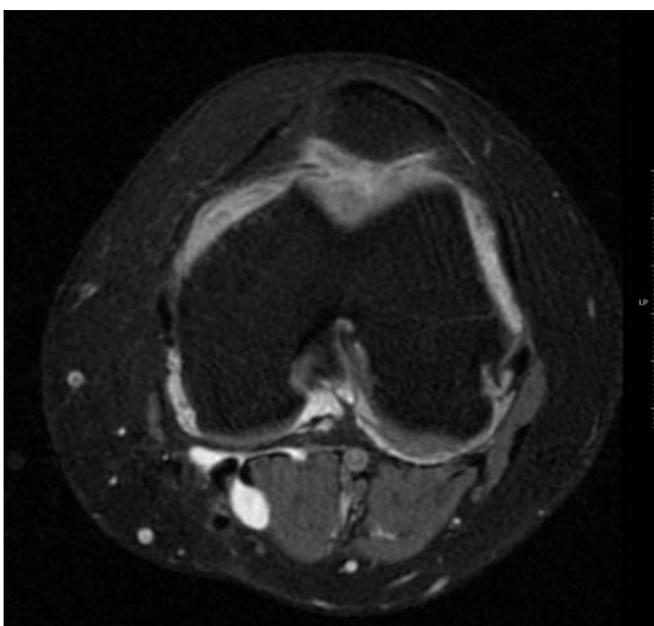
Adolescente de 16 años con oligoartritis. RM secuencia STIR corte axial. Quiste de Baker.
